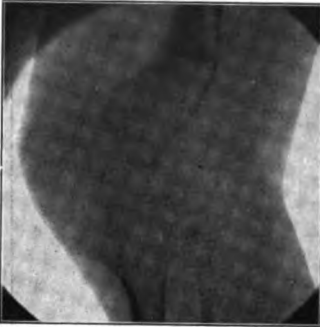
Röntgenbild desselben Falles wie in Fig. 26, ein Jahr nach der Operation.
